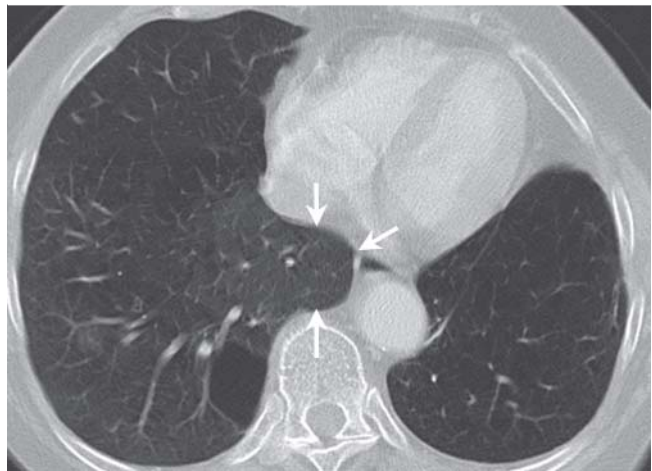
CT mit azygoösophagealem Rezessus (Pfeile).
